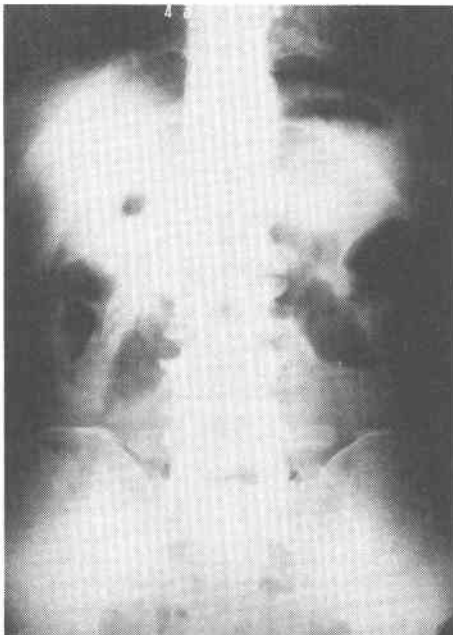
An abdominal plain X-ray film in the upright position reveals dilated loops of small intestine with air fluid levels and free air at bilateral subphrenic spaces.
